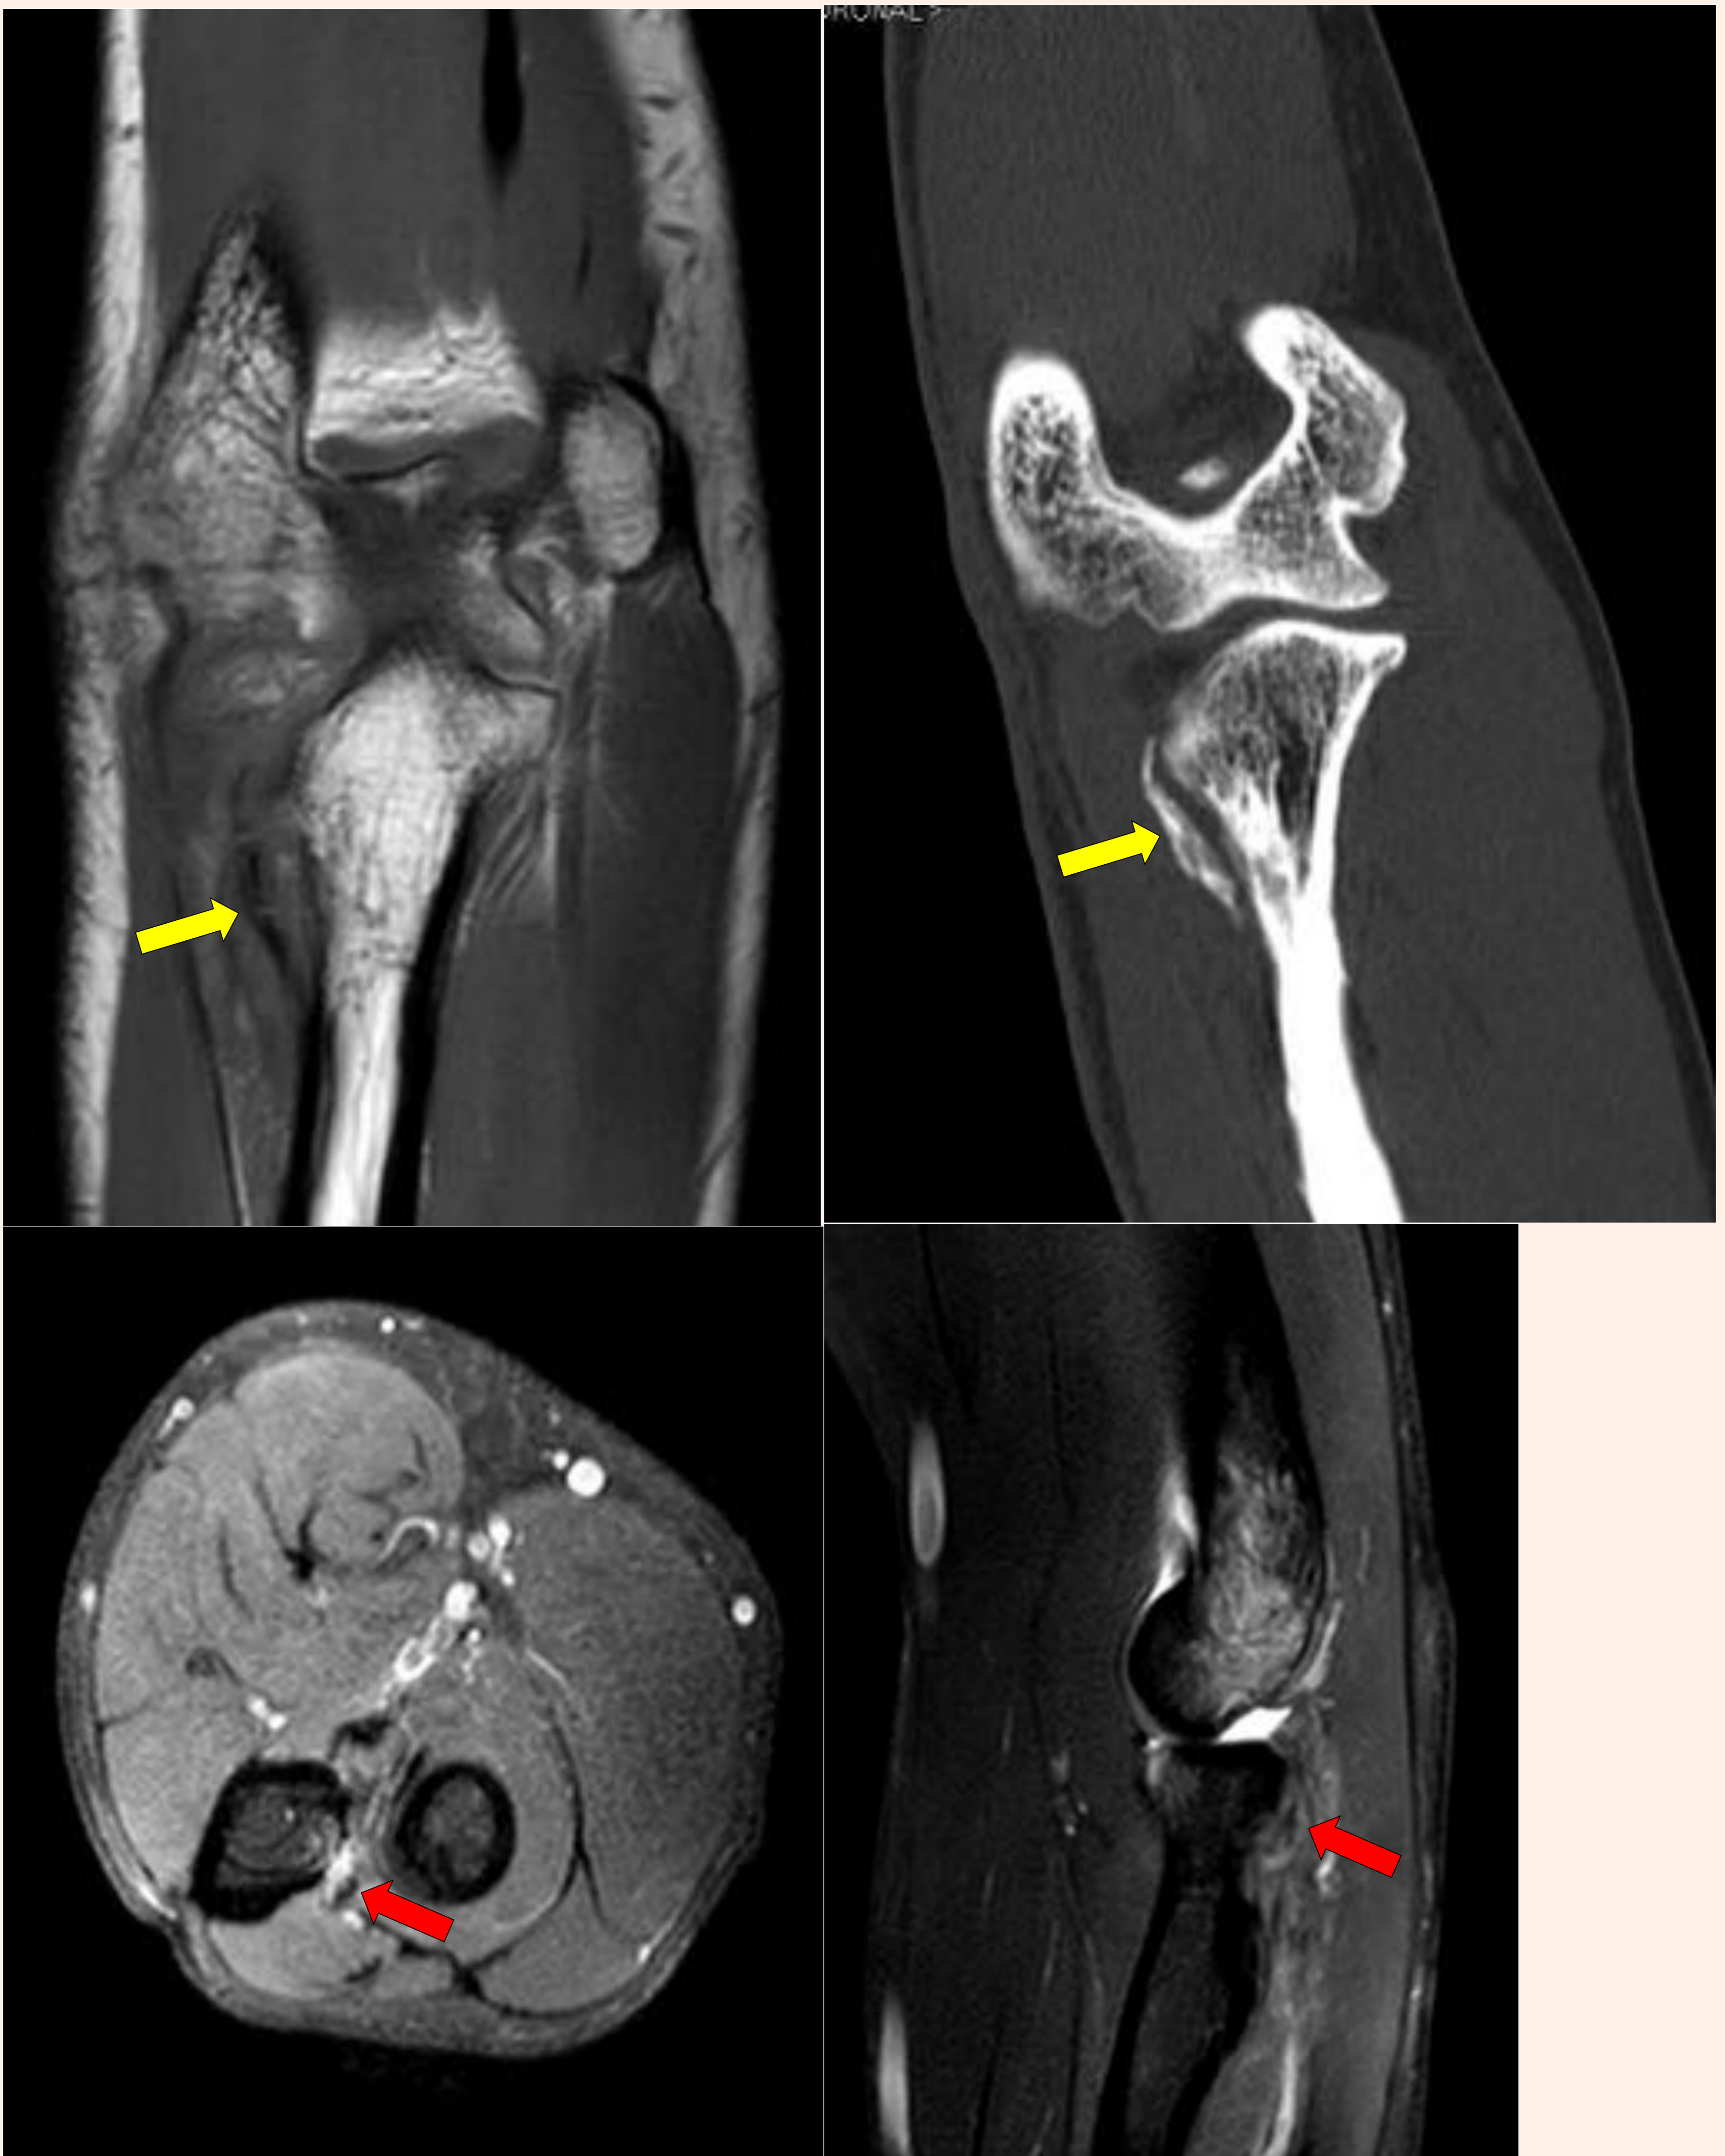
Fractura arrancamiento de la tuberosidad radial del cúbito, con desinserción del lig. colateral cubital lateral. Corte Coronal TAC y RM Coronal T1, Axial y Sagital SPAIR. Las flechas amarillas señalan la fractura arrancamiento de la tuberosidad radial del cúbito y las rojas indican la lesión del ligamento colateral lateral cubital.
